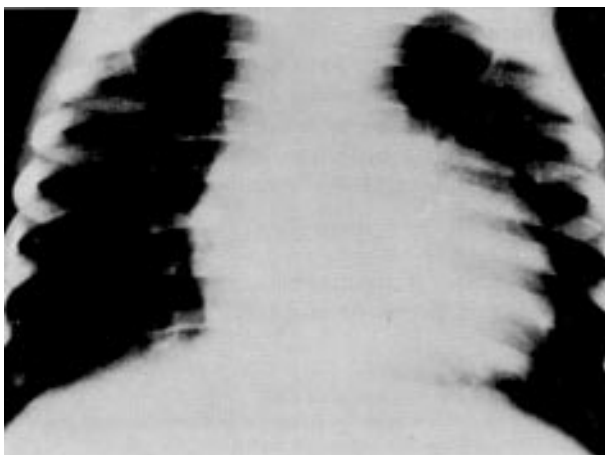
Radiografia do tórax—aumento da área cardíaca sugerindo crescimento das câmaras direitas sem dilatação do tronco da artéria pulmonar.
